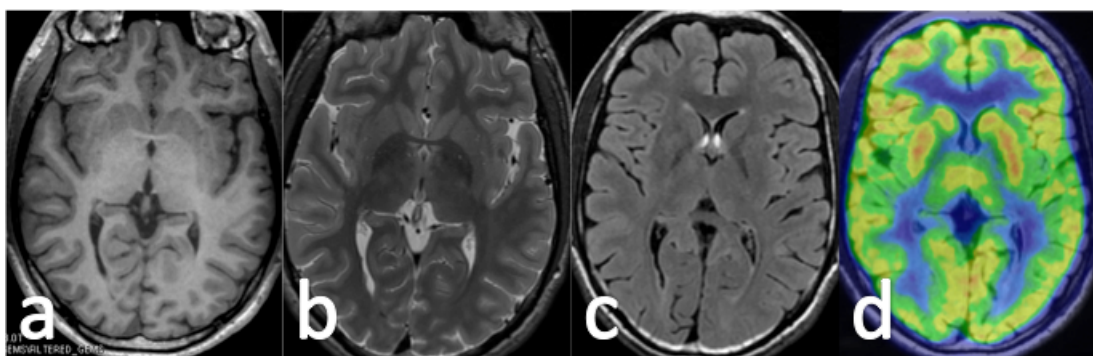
Ejemplo de RM negativa con PET positivo. Displasia cortical focal occipital derecha sin alteraciones significativas
